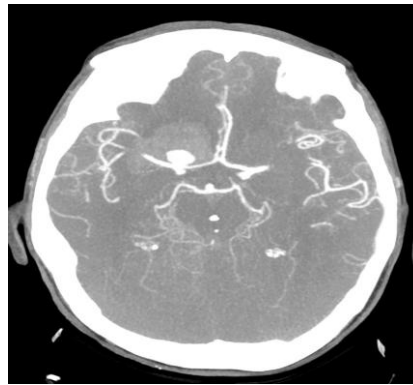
Imagen de aneurisma intracraneal en un Angio-TAC cerebral
